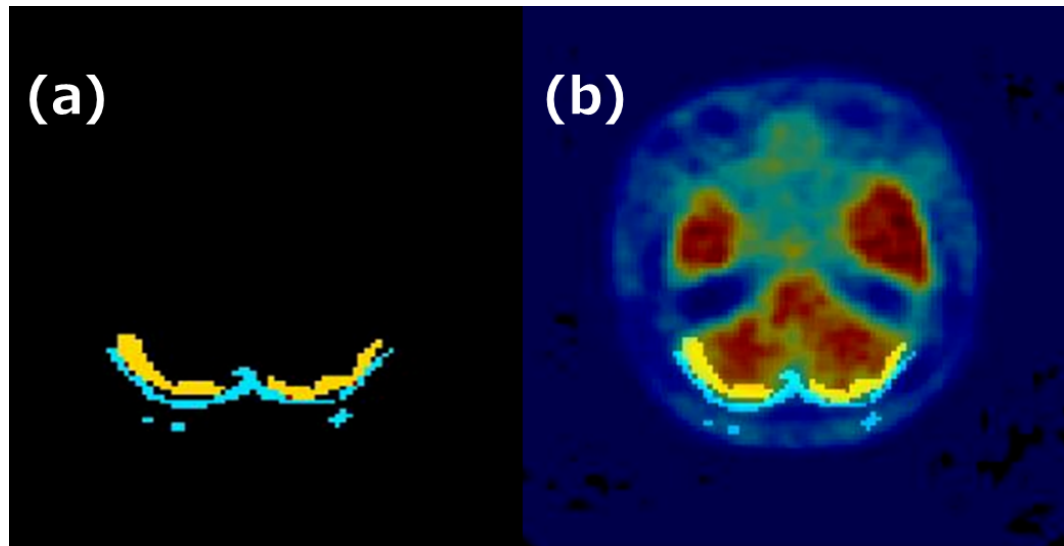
静脈洞除去後の AutoRef が設定した参照領域と医師が手動で設定した参照領域の典型的な結果。(a) AutoRef が設定した参照領域 (水色)、医師が手動で設定した参照領域 (黄色) のクラスタ画像における位置関係。(b) (a) を実際の PET 画像に重ねた結果。
